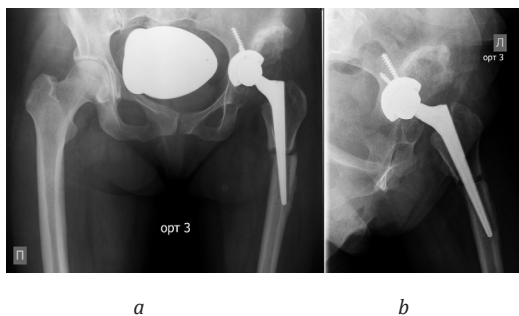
Предоперационная рентгенография тазобедренных суставов: а) прямая проекция, б) боковая проекция
